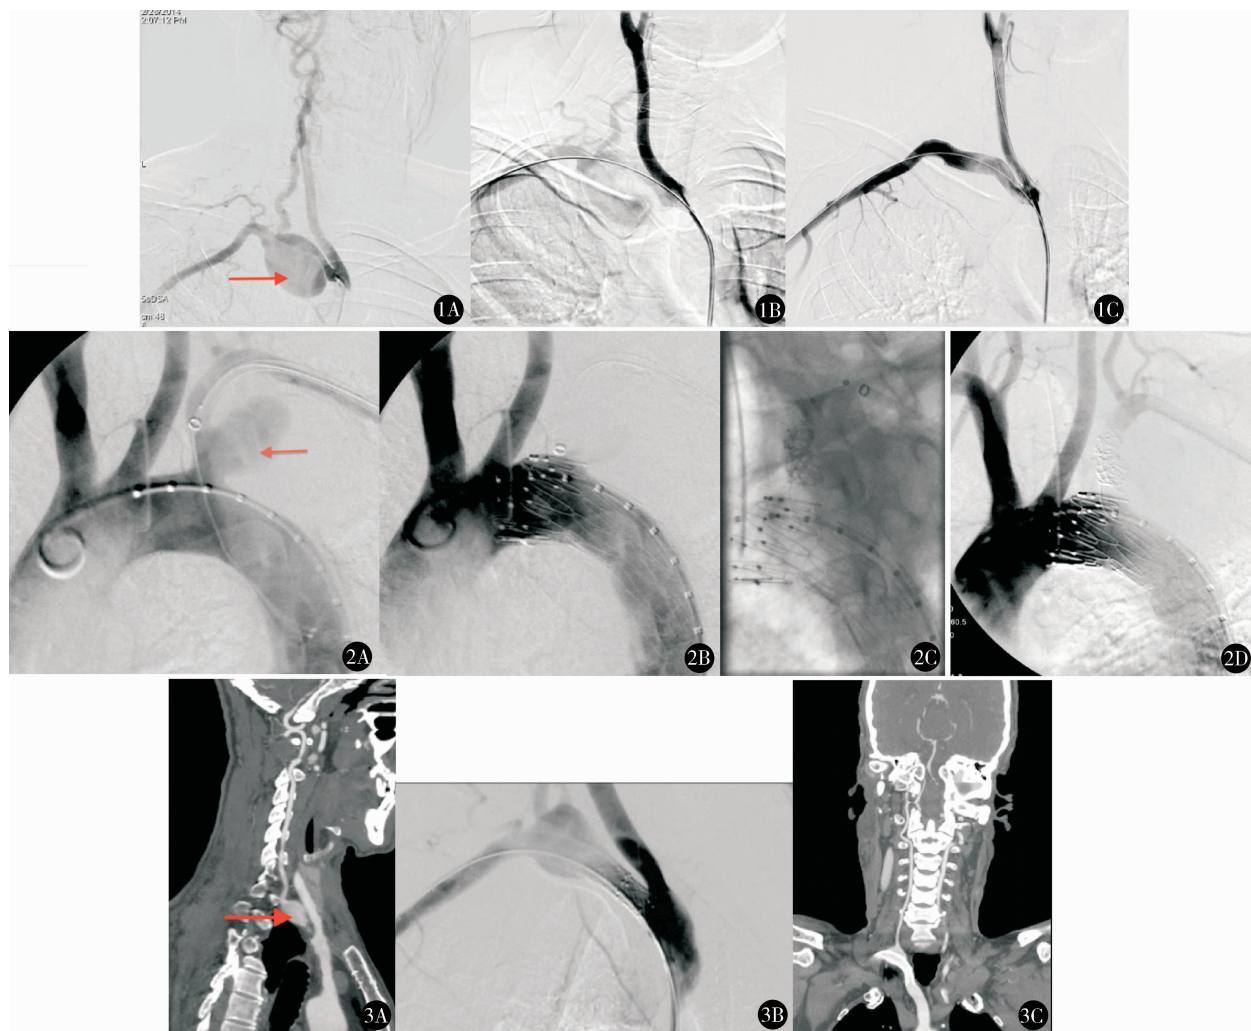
A. 导管选入右侧头臂干动脉造影显示右锁骨下动脉瘤;B. 导丝建立工作通路;C. 释放覆膜支架,造影显示支架内血流通畅,瘤腔无内漏(病例 1) 图 2 A. 主动脉造影显示左锁骨下动脉瘤;B. 释放胸主动脉覆膜支架;C. 栓塞瘤体远端锁骨下动脉;D. 造影显示瘤体无造影剂充盈,锁骨下动脉远端通过侧支血管显影(病例 3) 图 3 A. 术前 CTA 提示右侧锁骨下动脉瘤;B. 术中重叠释放 2 枚裸支架;C. 术后 12 个月复查 CTA 显示支架内及椎动脉通畅,瘤腔内仍有血流(病例 5)
